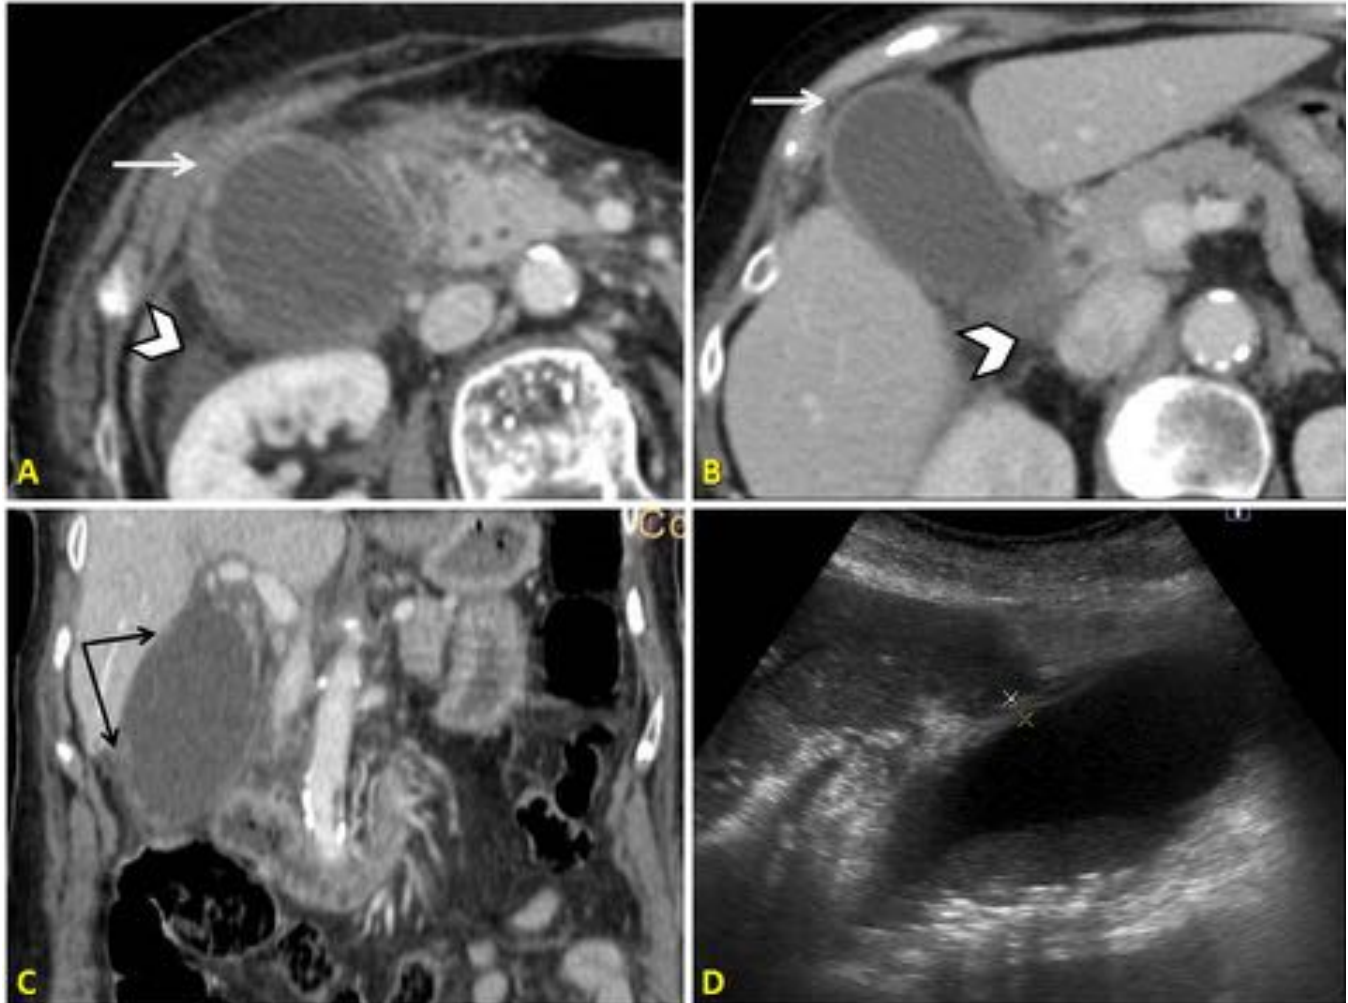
Sospecha de sepsis abdominal. TC abdominal con CIV en fase portal, en plano axial (A y B) muestra el signo de la distensión del fundus, con obliteración de la grasa properitoneal (flecha blanca), así como líquido perivesicular (punta de flecha). En reconstrucción coronal, se observa gran distensión con realce irregular de la mucosa vesicular (doble flecha). La ecografía complementaria posterior sólo aportó barro y microlitiasis como datos adicionales. La cirugía reveló CA no complicada.
